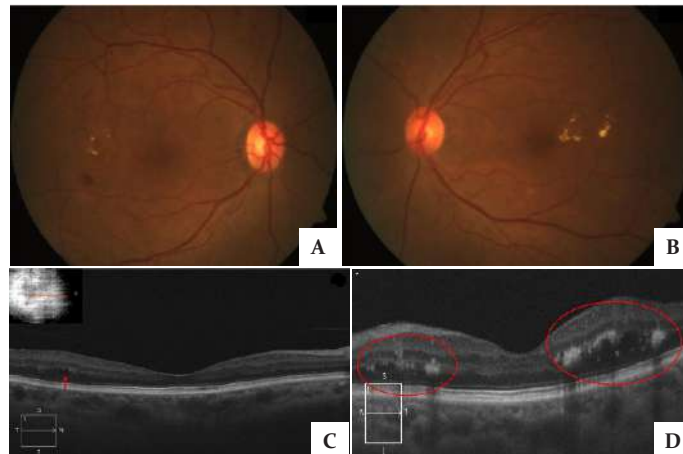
Fondo de ojo inicial ojo derecho (A) y ojo izquierdo (B) con evidencia de exudados duros extrafoveales, ligero engrosamiento adyacente, retina adherida con microhemorragias en punto y en mancha por dentro y fuera de las arcadas vasculares. C) Tomografía de coherencia óptica inicial de ojo derecho: exudados y edema difuso. D) Ojo izquierdo: microquistes, exudados y edema difuso intrarretiniano.
